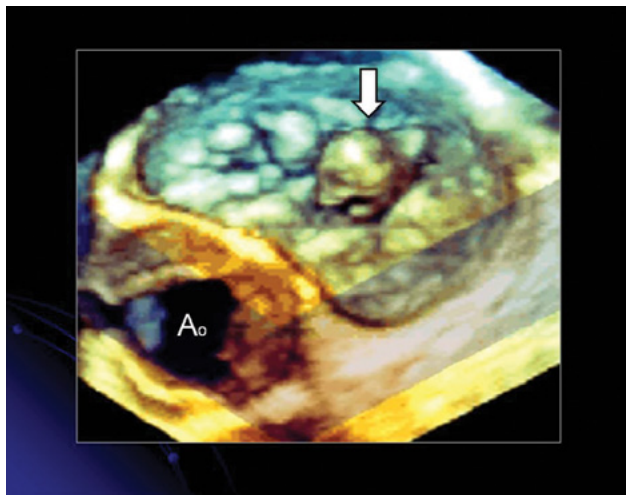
Imagen obtenida con ecocardiografía tridimensional transesofágica de la válvula mitral vista desde su cara auricular. En esta imagen se muestra la capacidad de esta técnica para mostrar el mecanismo de un prolapso mitral (flecha) y la región valvular comprometida (en este caso la porción P2).
